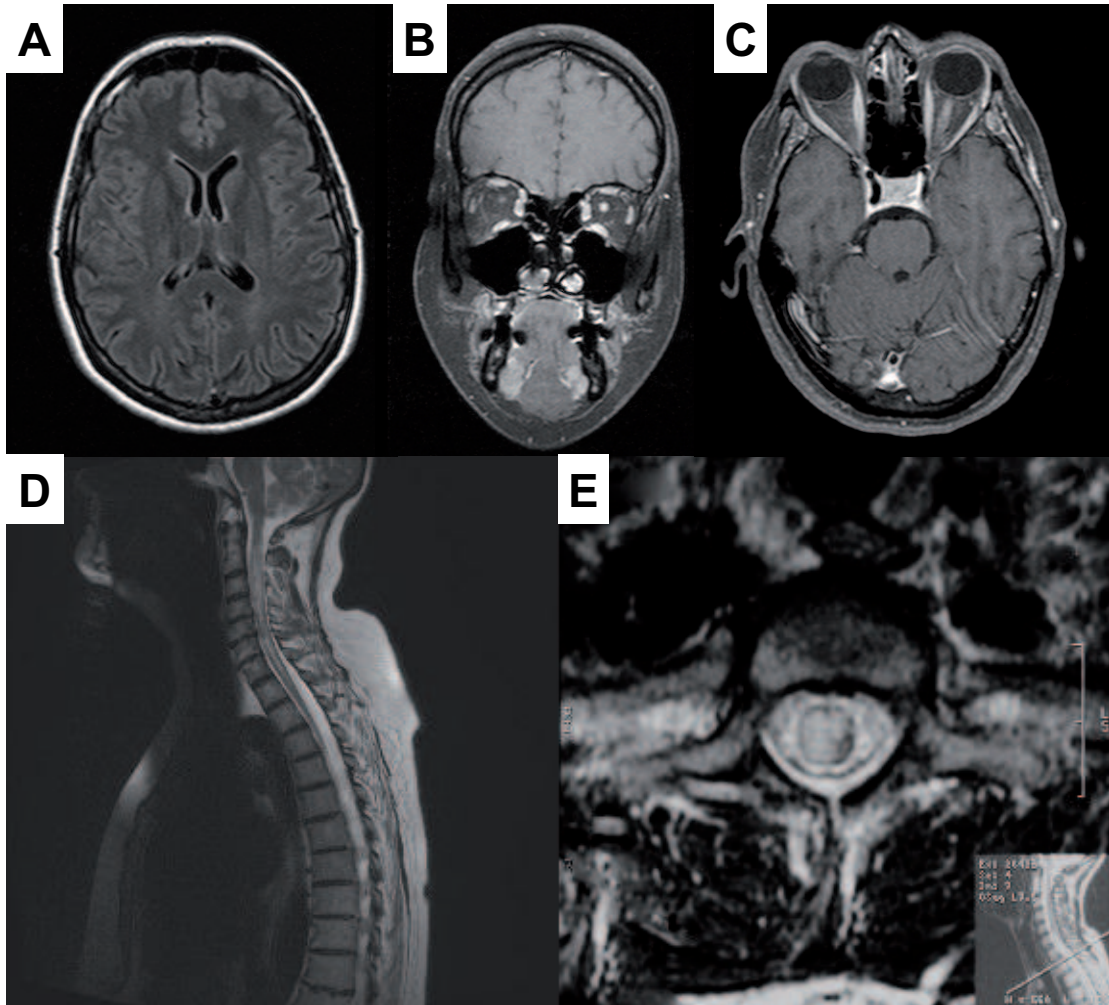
Modifications de signal en IRM de l'encéphale, des nerfs optiques et de la moelle épinière dans la neuromyélie optique (NMO).
